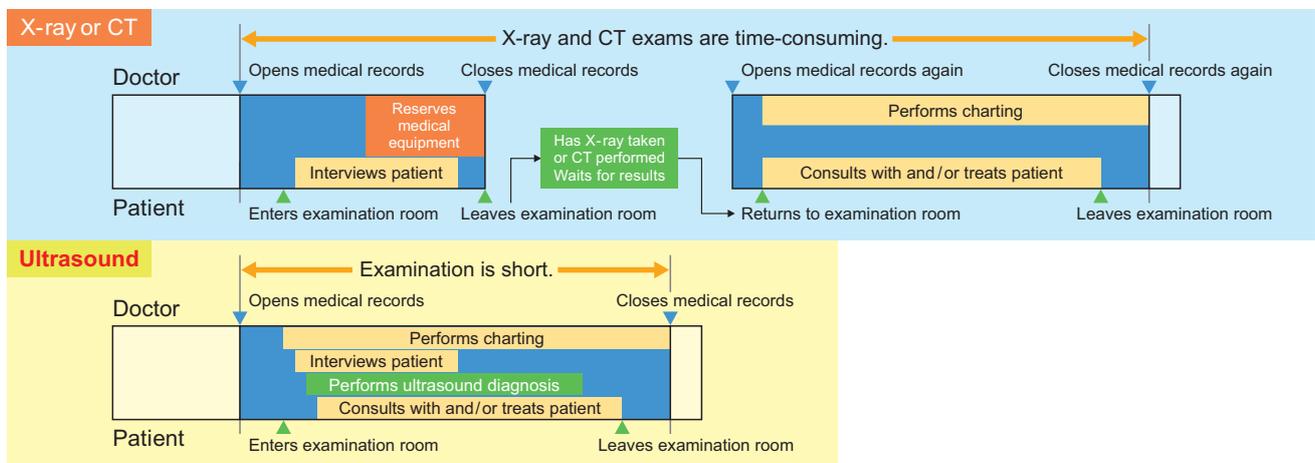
Comparison between workflows using the X-ray or CT and the ultrasound.
